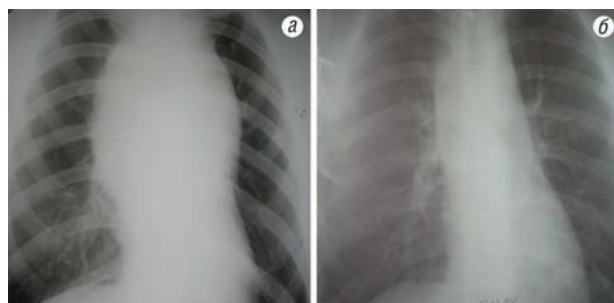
Рентгенограмма больного с тимомой до (а) и после (б) ВАПХТ
